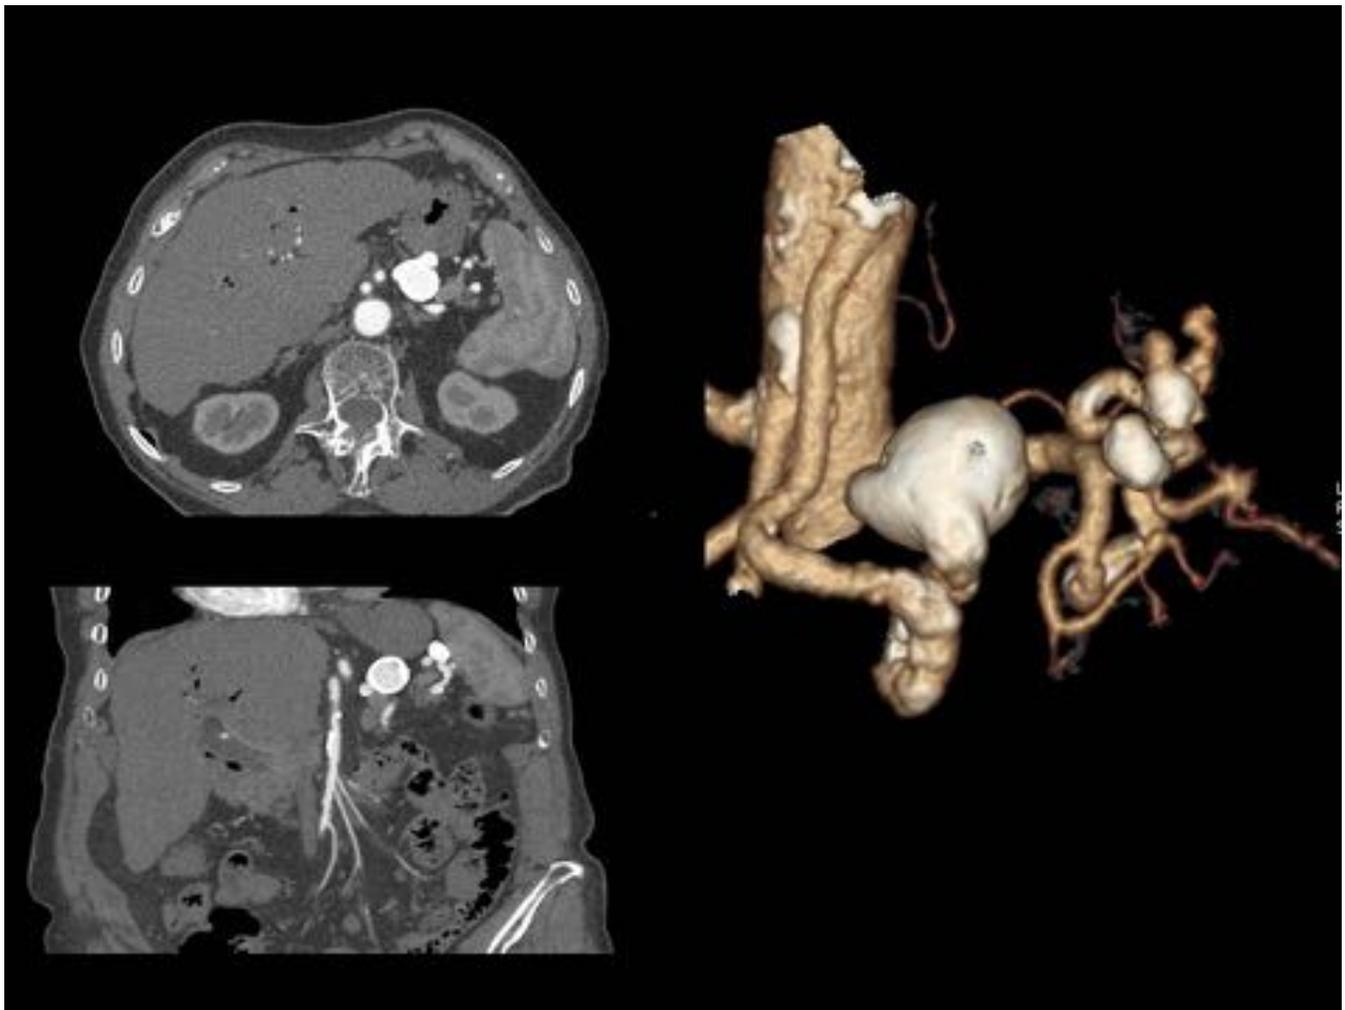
Mujer de 84 años. Rx de abdomen: calcificaciones en hipocondrio izdo sugestivo de aneurisma esplénico. Angio-TC: importante elongación y tortuosidad de la arteria esplénica con dilatación aneurismática a nivel su tercio medio con calcificación periférica así como otras 2 pequeñas dilataciones aneurismática más distales.
